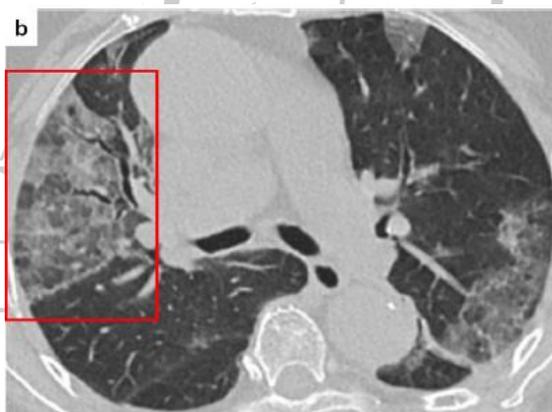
La tomografía computarizada muestra un patrón reticular leve en el lóbulo inferior izquierdo y el área subpleural
